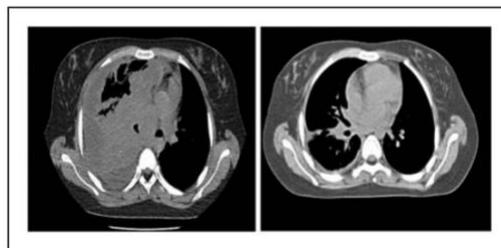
Tomografía computarizada axial de tórax de una niña de 17 años con sarcoma de Ewing recidivante; antes y después de dos ciclos de tratamiento con VIT con masa en regresión en el hemitórax derecho. ²⁰
